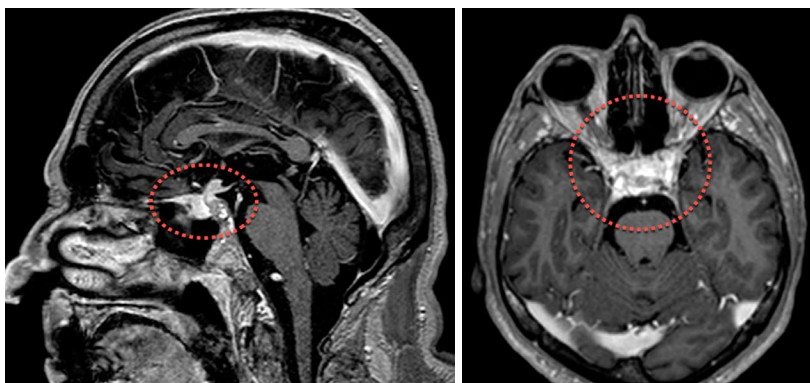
Сакітальна (ліворуч) та аксіальна (праворуч) площини МРТ з внутрішньовенним контрастуванням. Гістологічно верифікований метастаз у гіпофізі із пухлини в легені. Червоним кольором обведено ділянку гіперінтенсивності вздовж зорових нервів
